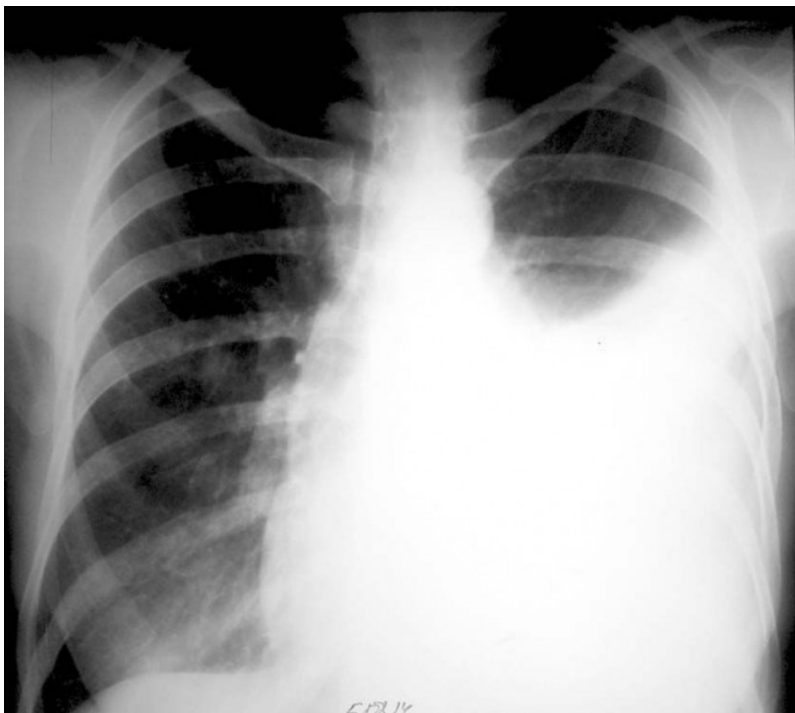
Рентгенограма хворої.
